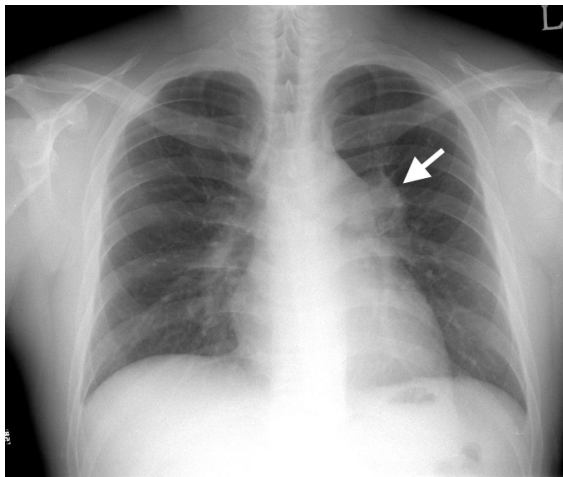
Chest x-ray shows ovoid opacity at left suprahilar portion (white arrow).
